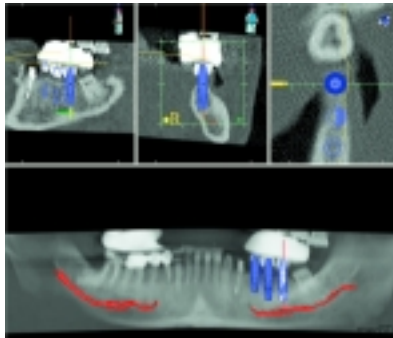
Screen Shot aus der MED 3-D-Planung. – Abb. 7a: Die Einbeziehungen des Ramus mandibulae sind gut zu erkennen. – Abb. 7b: Relation der Implantate zur geplanten Position der späteren Krone ohne eingeblendete Abutments. Die wolkenartige Struktur über den Bariumsulfaatzähnen resultiert von einem Knetsilikon, dass probeweise als Aufbiss während der CT-Exposition eingesetzt wurde, sich aber nicht bewährt hat.
